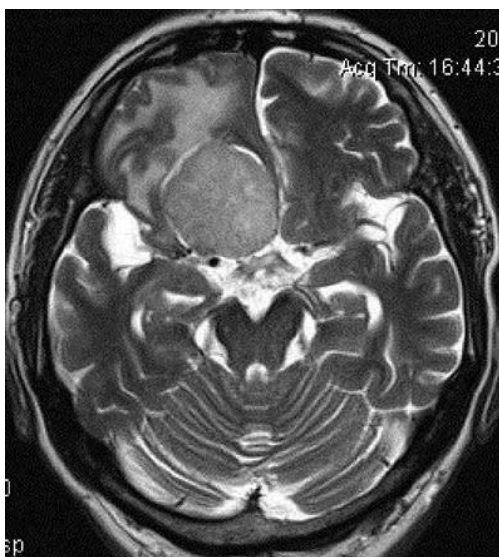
Менингиома бугорка турецкого седла с неоднородным изоинтенсивным МР сигналом МРТ, T1-W
